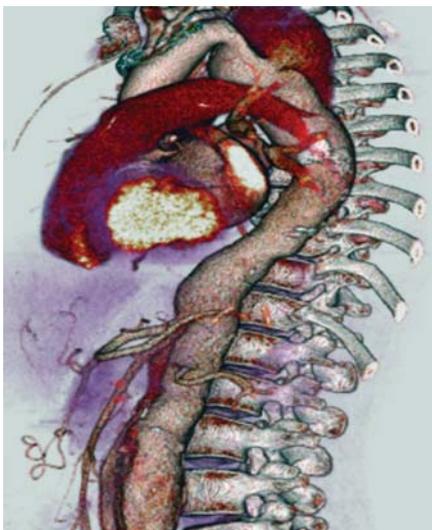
Компьютерная томограмма пациента с аневризмой нисходящей аорты
